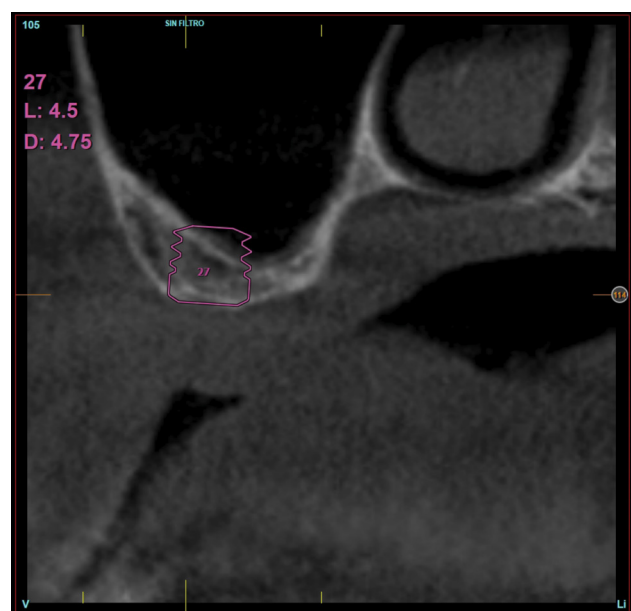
Corte panorámico del CBCT donde se observa una imagen apical en la raíz distal. Se decide proceder a la extracción y regeneración con Endoret-PRGF además de la inserción de un implante en la zona correspondiente al molar 27.
